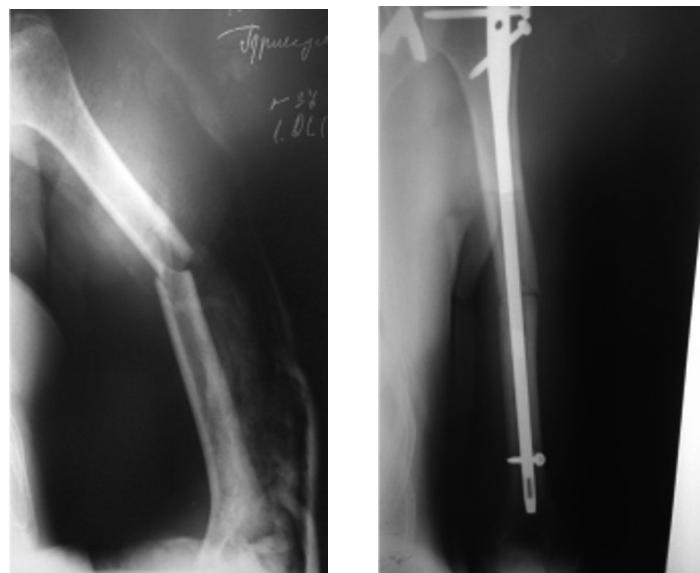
Рентгенограммы левого плеча пациента К. до и после операции.
